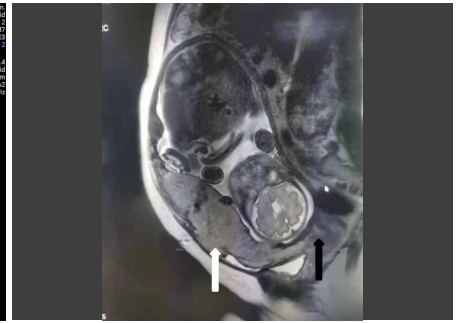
MRI示部分胎盘向宫体前壁中下段膨隆,部分肌壁轮廓不清,考虑胎盘植入,部分穿透可能(白箭头示胎盘植入部分,黑箭头示宫颈内口)
